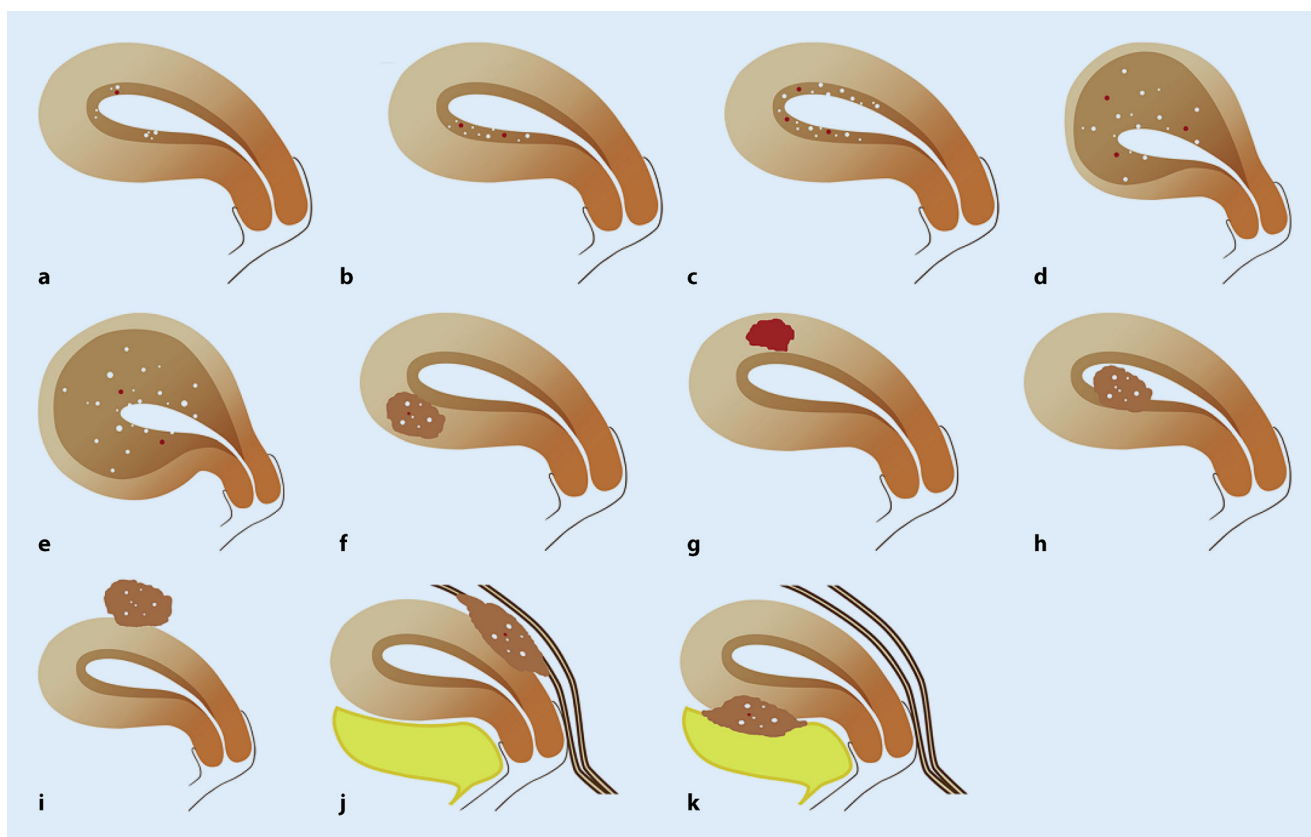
▲ Formen und Lokalisationen der Adenomyose nach der MRT-Klassifikation von Bazot; a fokale Adenomyose (Ai0), b, c oberflächliche Adenomyose (Ai1), d, e diffuse Adenomyose (Ai2), f intramurales solides Adenomyom (Ad1), g intramurales zystisches Adenomyom (Ad2), h submuköses Adenomyom (Ad3), i subseröses Adenomyom (Ad4), j hintere externe Adenomyose (Ae1), k vordere externe Adenomyose (Ae2). (Reprinted from [4], with permission from Elsevier)
